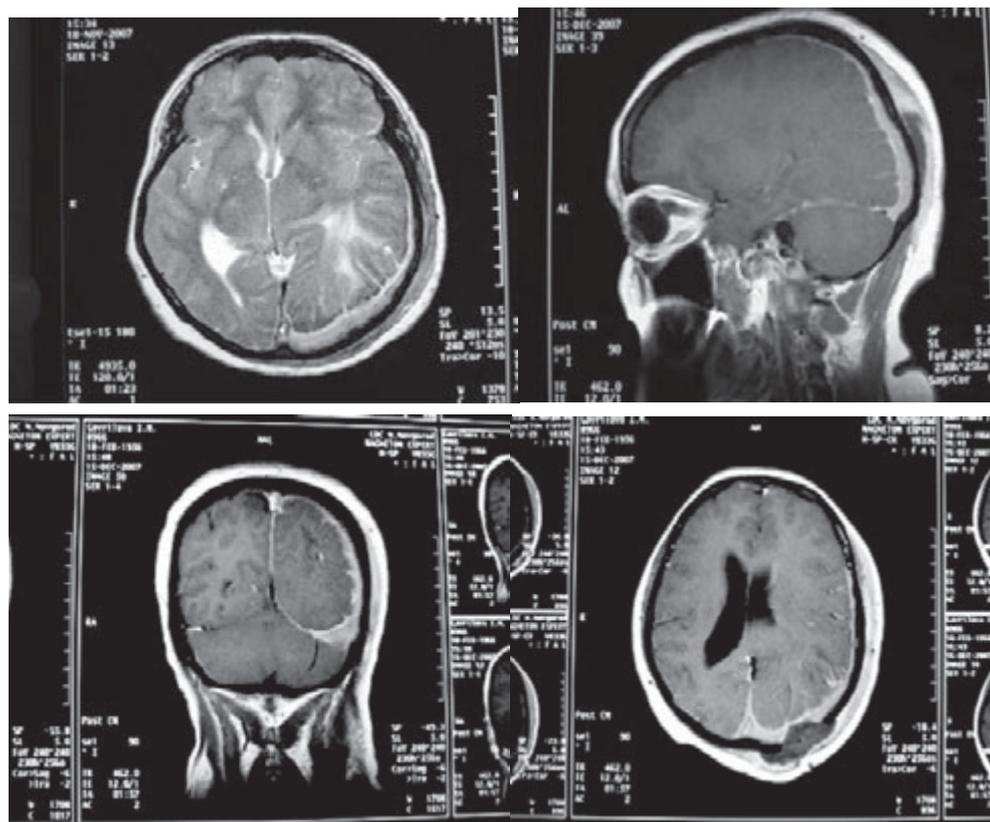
Лимфома из клеток маргинальной зоны с локализацией в оболочках головного мозга на МРТ в трех проекциях. Состояние после частичной резекции лимфатической опухоли мозговой оболочки
